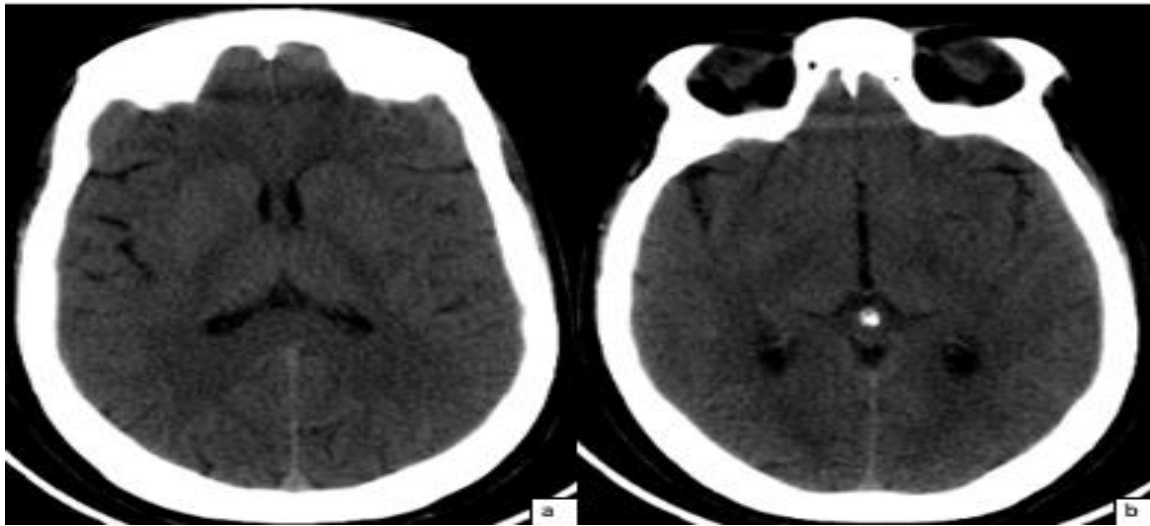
Coupes scannographiques axiales montrant un effacement du ruban insulaire (a) et un aspect spontanément dense de l'artère sylvienne gauche (b) avec un score ASPECT à 9
